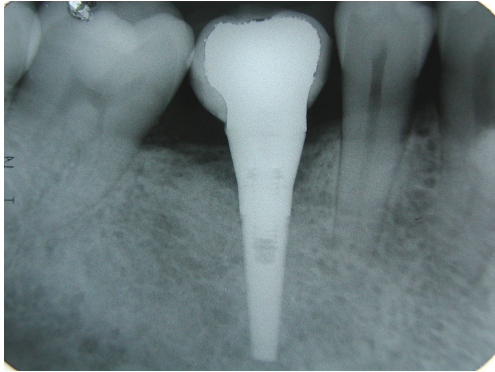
Postoperative periapical view(15 months) shows that the new bone have become mature bone during the functional loading.
